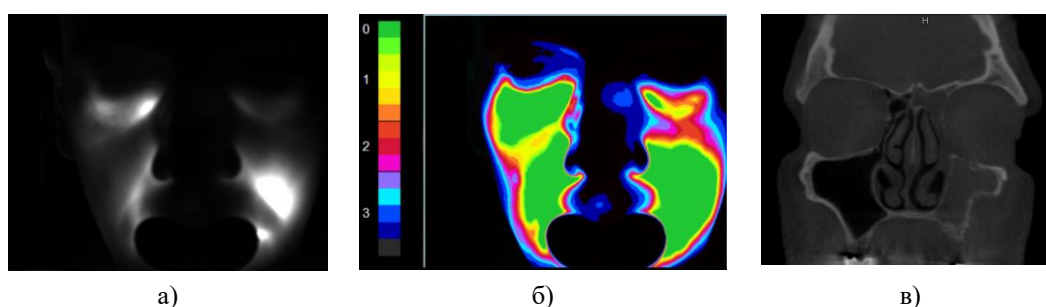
Пример зарегистрированной картины рассеяния света (а); результата цифровой обработки (б), где 0 – низкое поглощение света, 3 – высокое поглощение света; и результата КТ (в) для пациента с хроническим левосторонним верхнечелюстным синуситом
